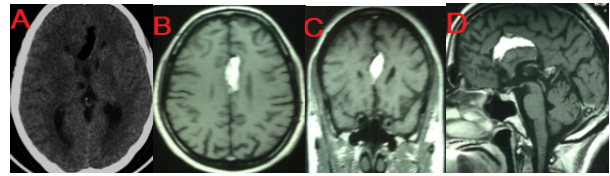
A : TDM cérébrale, B-C-D : IRM cérébrale en coupe axiale coronale et sagittale montrant le lipome du corps calleux en hyper signal T1
